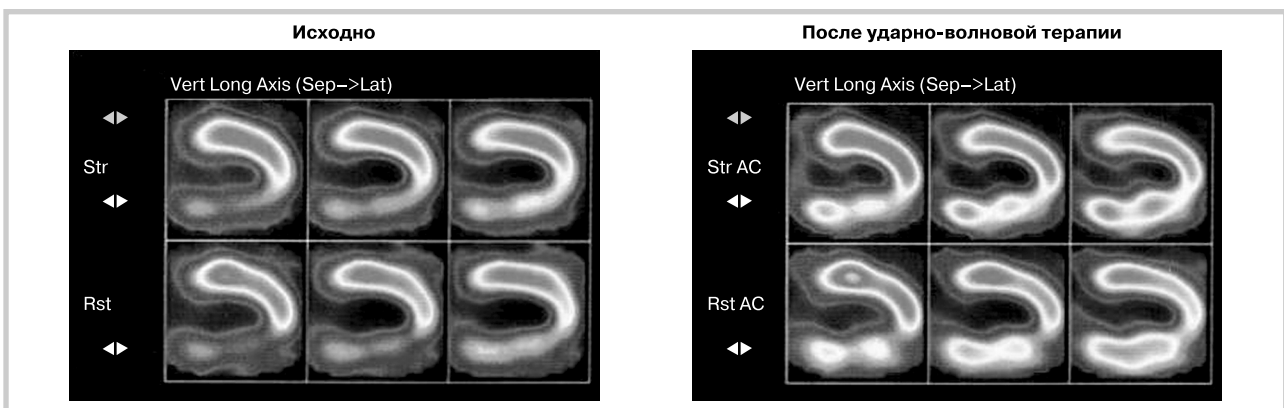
Динамика перфузии на фоне ударно-волновой терапии в покое и при нагрузке. Отмечается значительное улучшение перфузии в боковой стенке.
